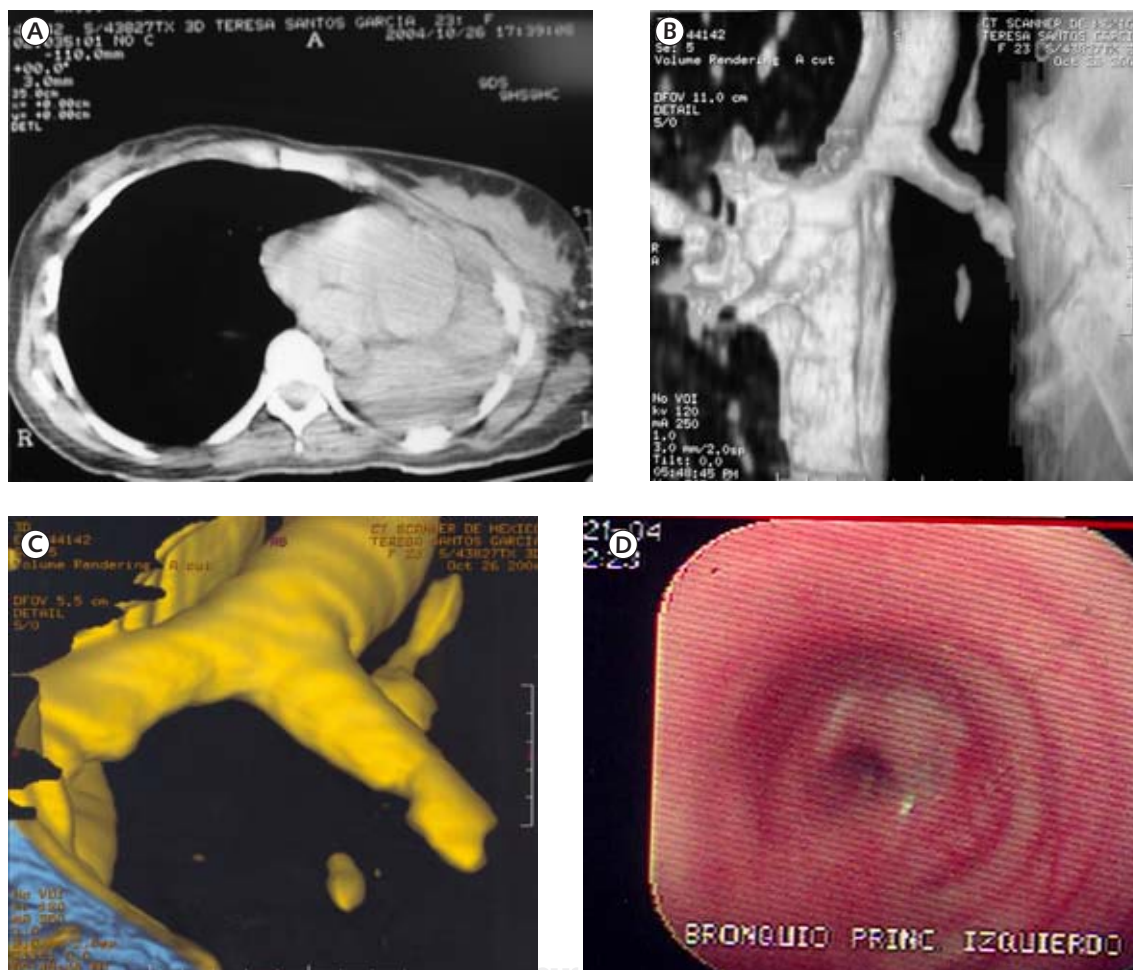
TC de tórax. Mediastino desplazado a la izquierda; pulmón opaco, disminuido de tamaño por atelectasia.
